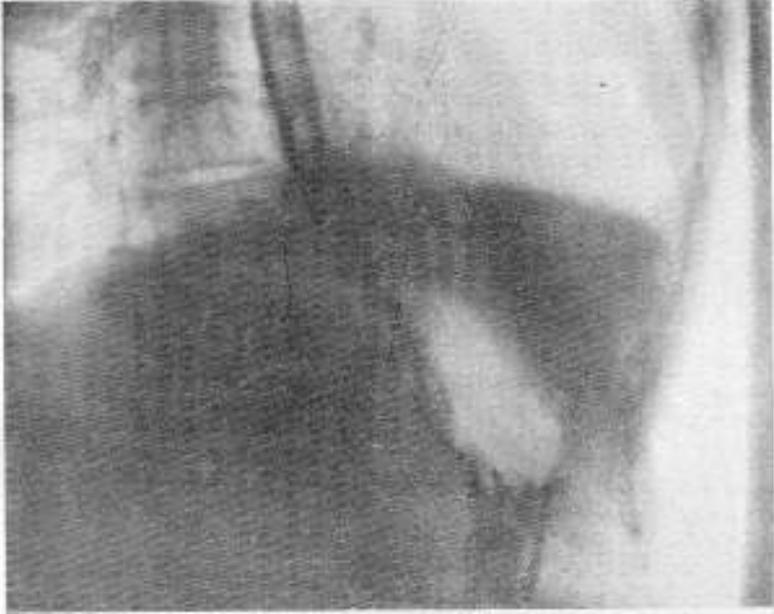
Radiografía obtenida a los 10 días de la intervención; se observa un diafragma izquierdo irregular y un pequeño derrame pleural izquierdo; el trayecto esofágico es ahora de dirección normal.
